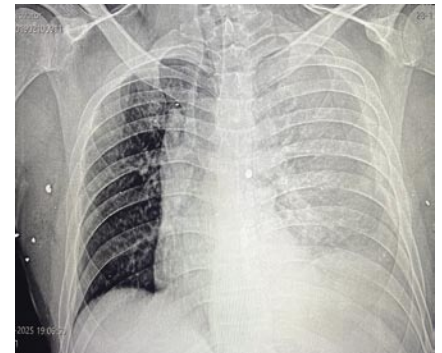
Пациент Н., 44 года. Рентгенограмма груди в прямой проекции. Левосторонний тотальный гемоторакс, смещение средостения вправо, инородное тело в проекции средостения.
